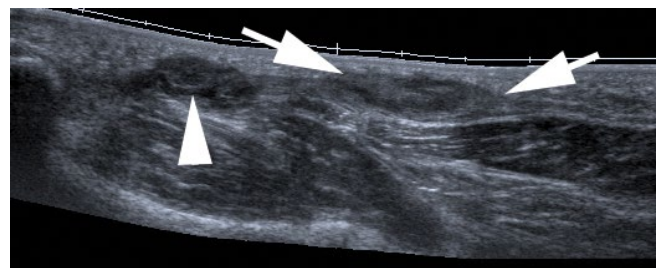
Włókniakowatość guzkowata rozciągna podeszwowego. Obraz USG w płaszczyźnie podłużnej ukazuje hipoechogeniczną, wrzecionowatą zmianę wywodzącą się z rozciągna podeszwowego
